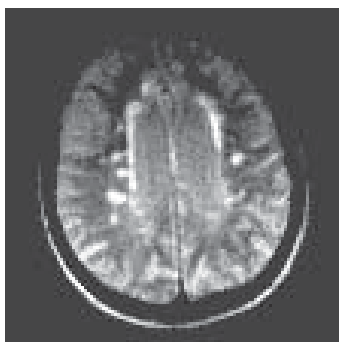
МРТ головного мозку хворої З-вої А. С., 54 р. Діагноз: ЦД 2 типу; дисциркуляторно-дисметаболічна енцефалопатія. Наявні вогнища зниженої щільності, розширення субарахноїдальних просторів
